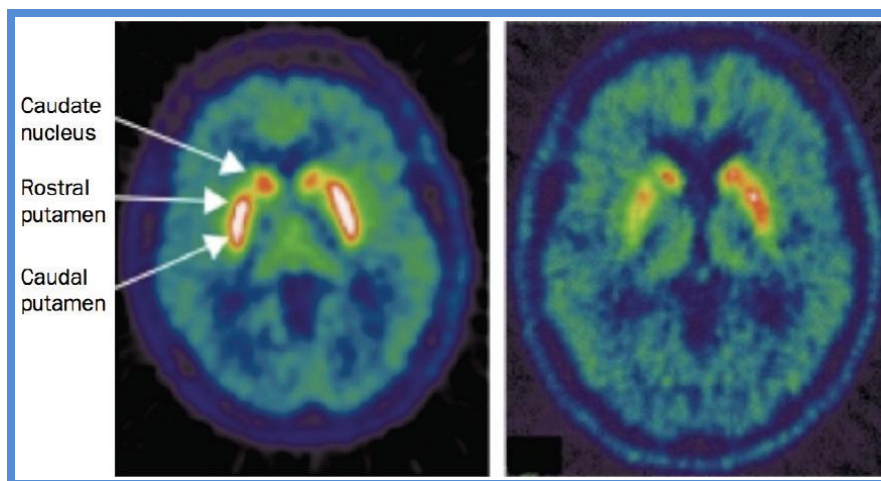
Cortes transversales de una exploración ^{18}F -DOPA PET en un sujeto sano (izquierda) y un paciente con EP (derecha). Se puede observar en el caso de la EP una reducción asimétrica en la captación del radiotrazador, más pronunciada en el putamen caudal derecho¹⁵⁴.
